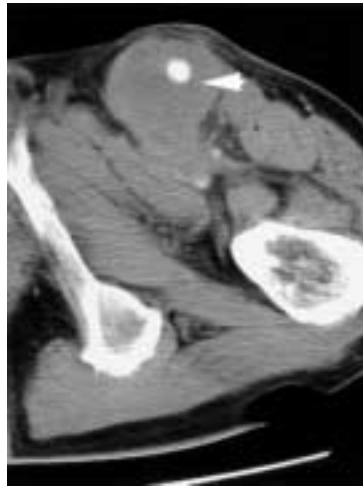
Computed tomography of the left groin
